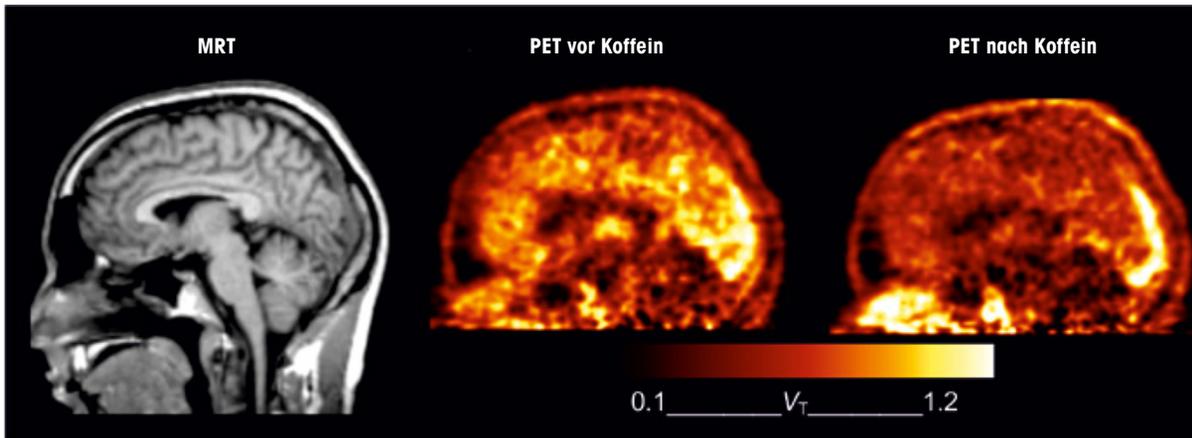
links Magnetresonanztomografie (MRT) der seitlichen Ansicht des Kopfes eines Probanden. Mitte Adenosinrezeptoren (hellorange), die Bindungsstellen für Koffein sind überall im Gehirn, besonders stark im Großhirn, verteilt – hier sichtbar gemacht mit der spezifischen Markierungssubstanz [^{18}F]CPFPX und PET. Rechts Nach der Gabe von Koffein (hier 4,1 mg pro kg Körpergewicht) sind die Adenosinrezeptoren mit der PET nicht mehr sichtbar, da das Koffein die Markierungssubstanz von den Rezeptoren verdrängt hat. V_T ist ein Maß für die Markierungssubstanz.
